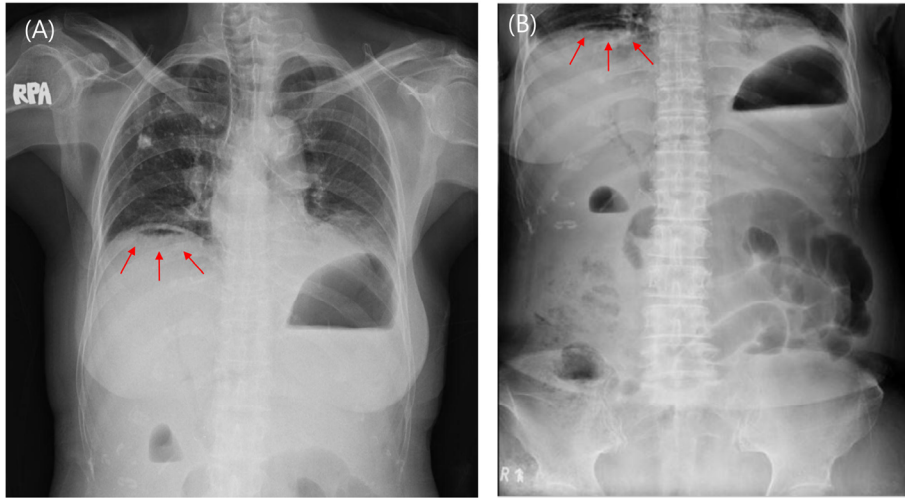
Simple X-rays when diagnosed with perforation (2019.03.29)
